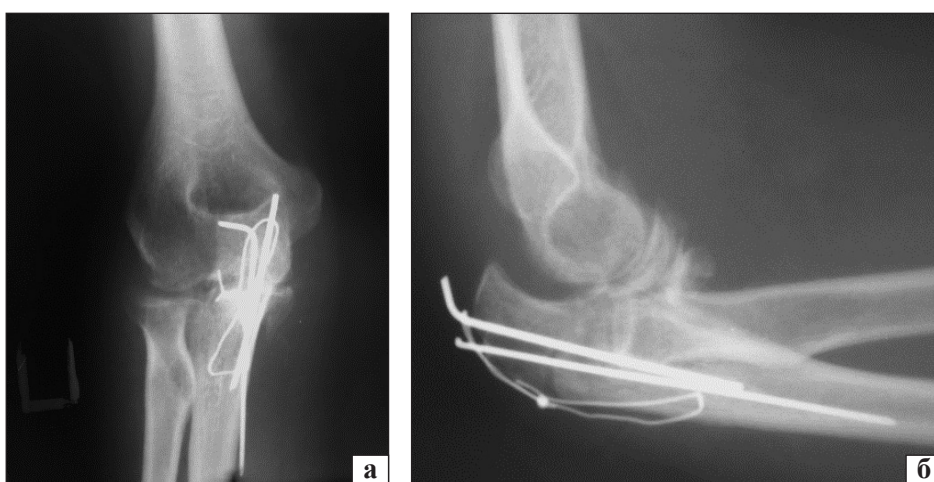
Рентгенограммы локтевого сустава пациентки П. после операции: прямая (а) и боковая (б) проекции
